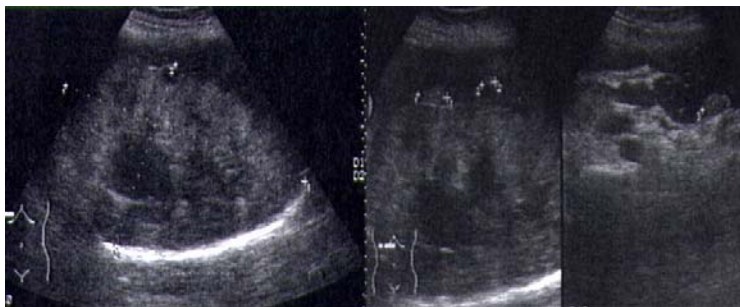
Ecografie hepatică
